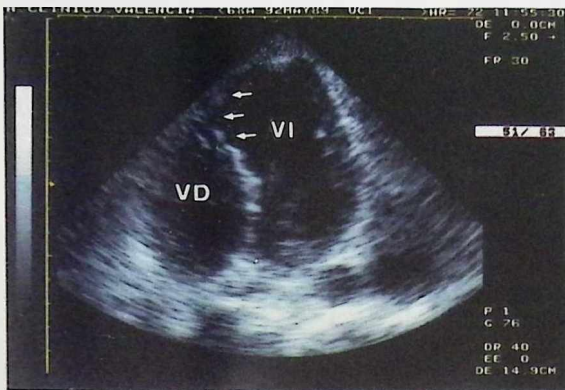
Parte superior: Ecocardiograma bidimensional obtenido desde la posición apical de 4 cavidades angulardo el transductor hacia atrás. Se observa una zona aneurismática en los segmentos apical y postero-inferior: A la izquierda se observa el registro de la velocidad del flujo sistólico transtricuspidéico (Vmax=-3.45 m/seg) obtenido desde la posición apical de cuatro cavidades (Doppler continuo) que queda reflejada a la derecha de la figura (imagen bidimensional). Abreviaturas: AD= aurícula derecha; AI= aurícula izquierda; VD= ventrículo derecho; VI= ventrículo izquierdo.
